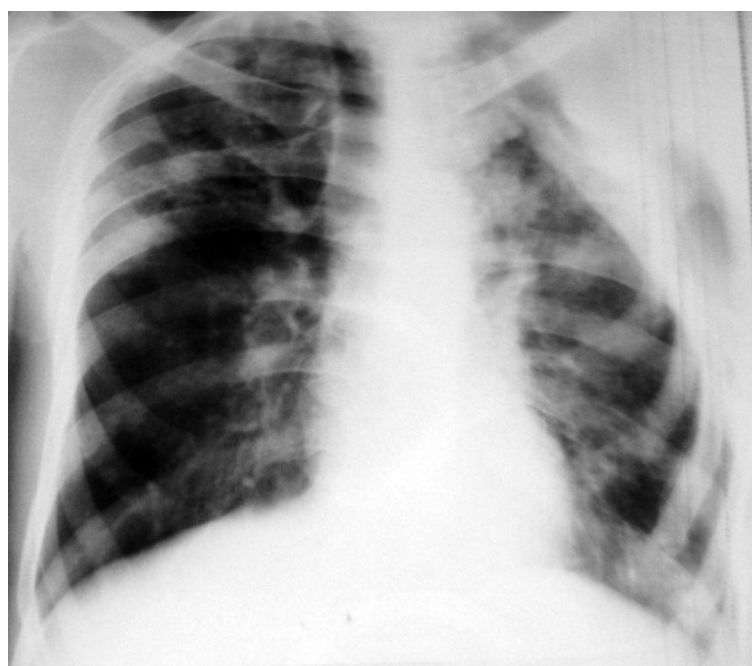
Обзорная рентгенограмма легких больного К. при выписке (через 6 месяцев после операции). Полости деструкции в верхних долях обоих легких не визуализируются.
